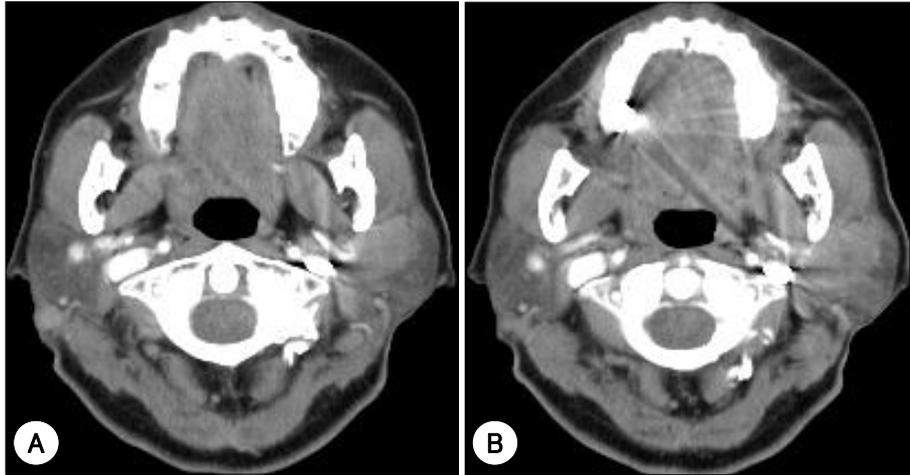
Neck CT scan shows 2.7×2.2×2.0cm sized well defined homogeneous density mass in the left parotid gland(A) and 1.6×1.2×0.7cm sized small enhancing nodule in the posterior aspect of right parotid gland(B).
